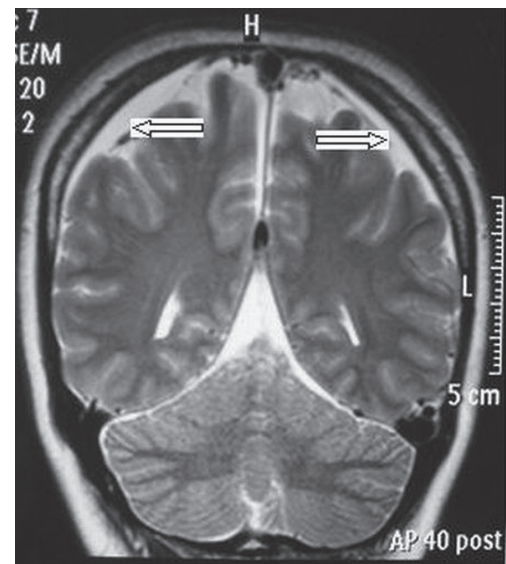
Resonancia magnética del cráneo 40 días después de la anestesia Subaracnoidea mostrando imagen sugestiva de hematoma subdural crónico en la región frontoparietal bilateralmente.
